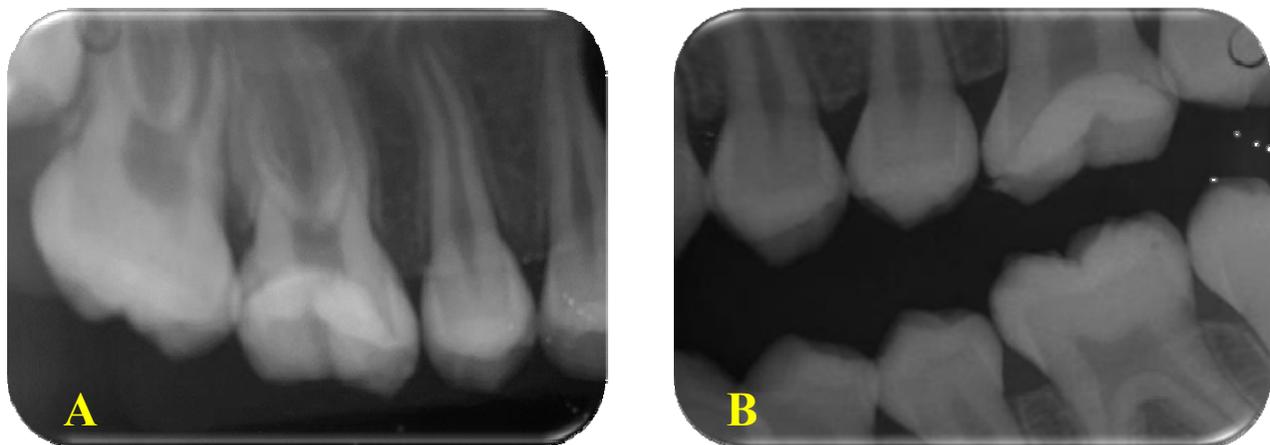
Radiografía Control Periapical e Interproximal Posterior a la colocación del Revestimiento Pulpar y al Procedimiento Restaurador evidenciando un sellado marginal óptimo de la restauración y de los cuernos pulpaes
